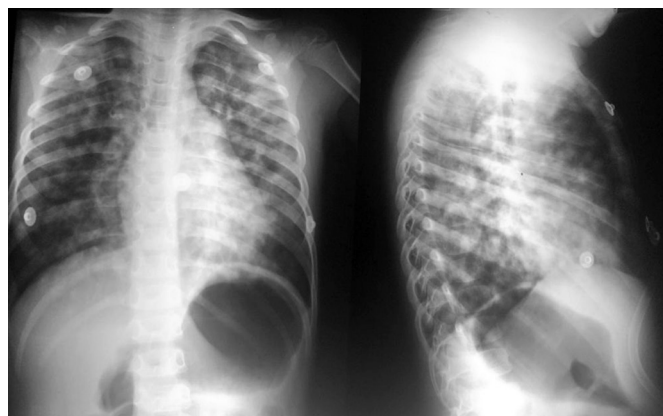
Radiografía de tórax tomada 12 horas después de haber retornado a Quito desde Portoviejo. Se observan infiltrados bilaterales en “copos de algodón” de predominio derecho, producidos por el edema pulmonar de las alturas.
